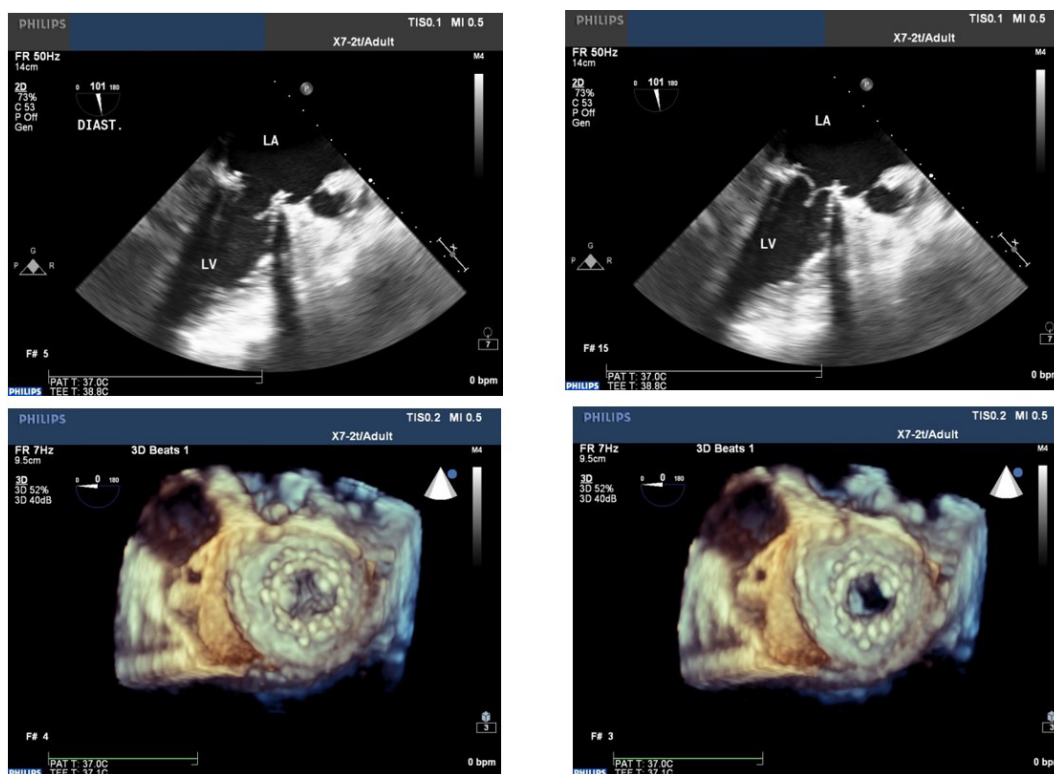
Показатели чреспищеводной ЭХОКГ (А) и Данные 3D эхокардиографии (Б) после транскатетерной процедуры «клапан-в-клапан».
